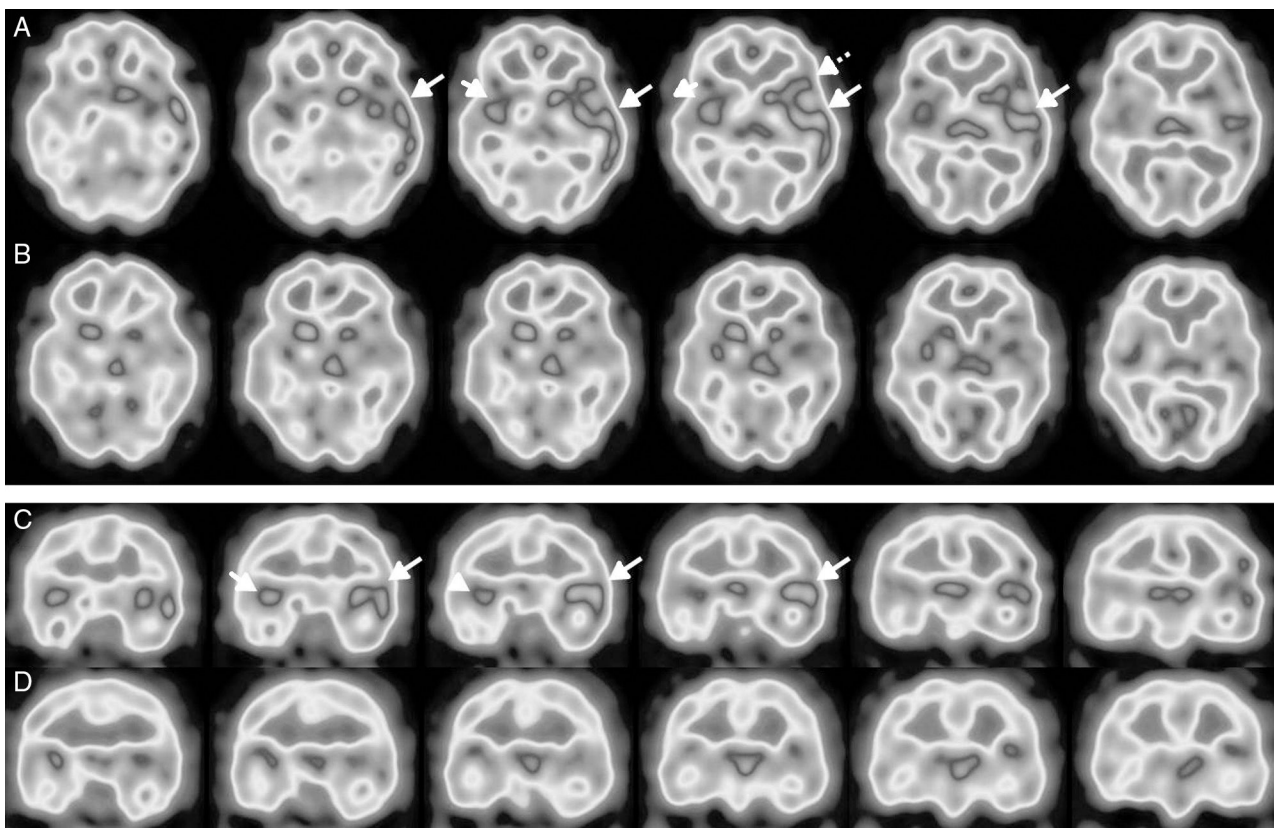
Selección de cortes transversales (A) y coronales (C) del SPECT cerebral de perfusión con ^{99m}Tc -HMPAO realizado al diagnóstico, mostrando perfusión incrementada en el córtex temporal izquierdo (flechas largas), de predominio súpero-lateral e insular, y con extensión al área fronto-temporal adyacente (área de Broca) (flecha discontinua), e hiperperfusión de menor extensión y cuantía en el temporal derecho (flechas cortas). En los cortes transversales (B) y coronales (D), del estudio de control realizado a los 5 meses, se objetiva normalización casi completa de la perfusión cerebral.
